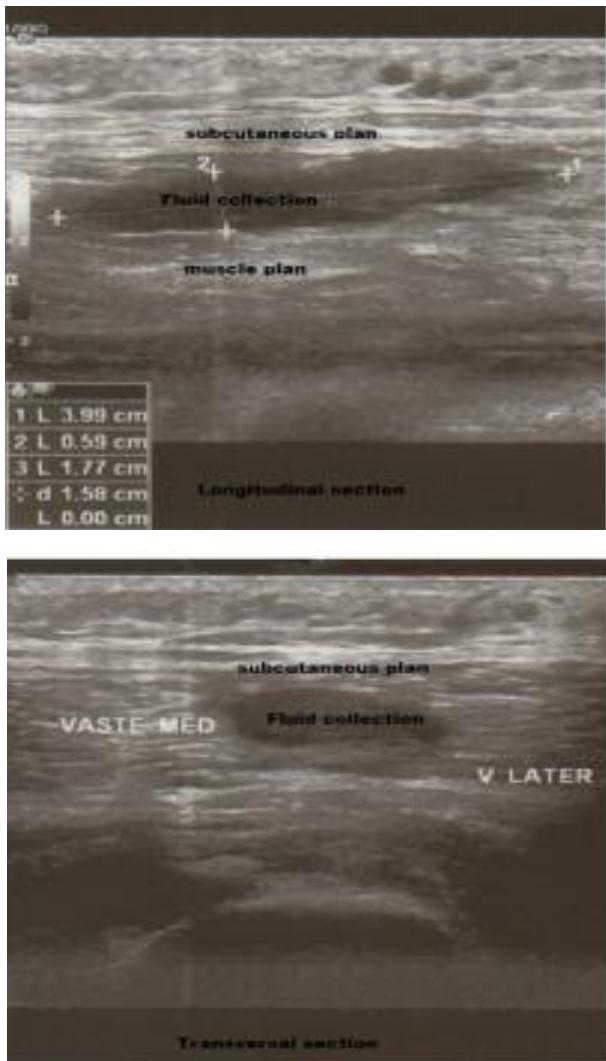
Morel Lavallée syndrome diagnosed on ultrasound soft tissue
